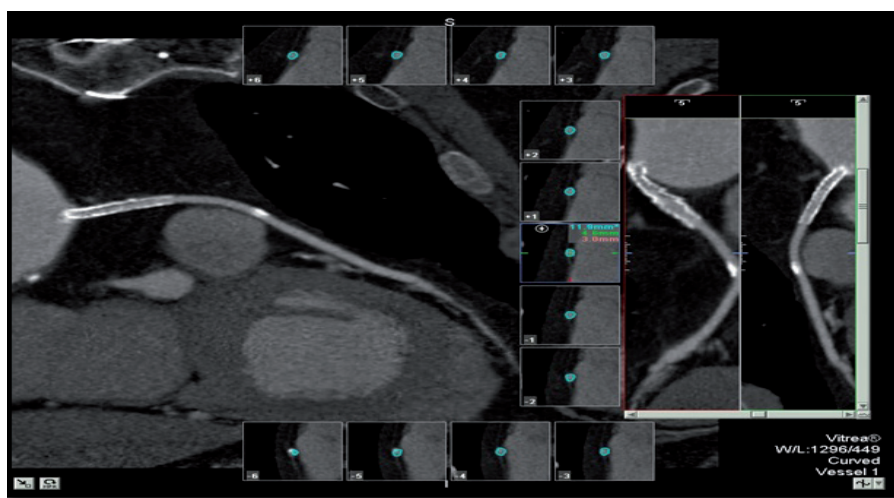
МСКТ. Многоплоскостная реконструкция. Стент в проксимальном сегменте венозного шунта к ПКА
